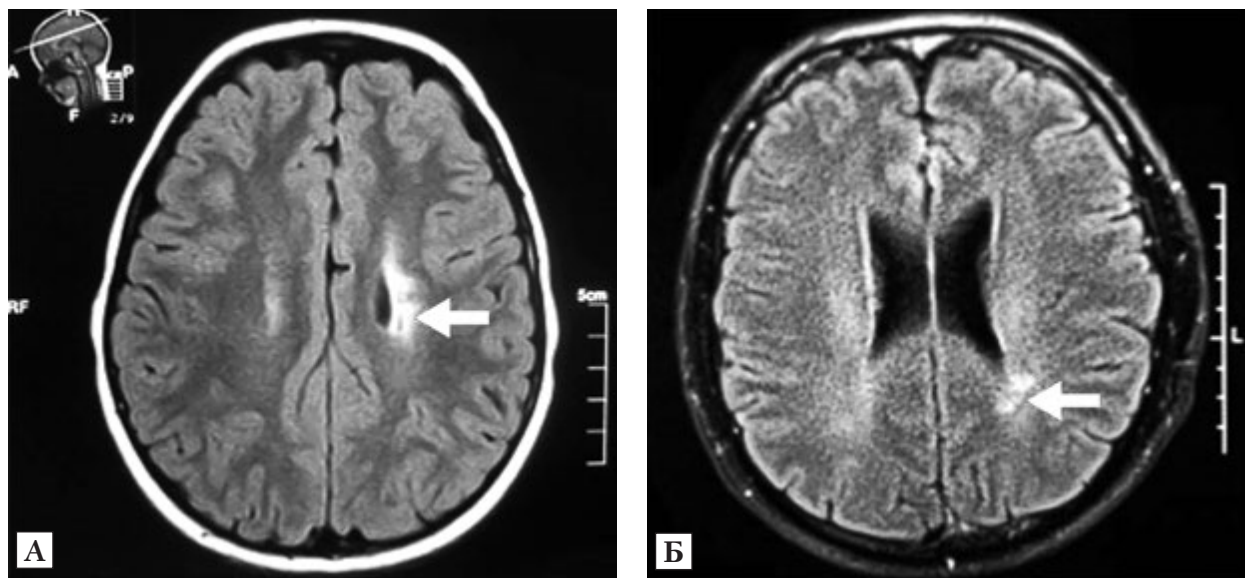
Магнітно-резонансна томографія головного мозку в режимі FLAIR, аксіальна проекція. Ознаки перивентрикуліту (А) і монофокального лейкоенцефаліту (Б) HHV-7-етіології у пацієнта із загальним варіабельним імунодефіцитом (позначено стрілками; власне спостереження); у матері розвинувся інтерстиційний HHV-7-пневмоніт, а у бабусі вірус був тригером синдрому Гієна—Барре (1)
